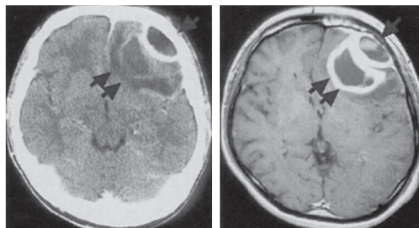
CT scan (left) and T1 MR image (right) just before the operation
